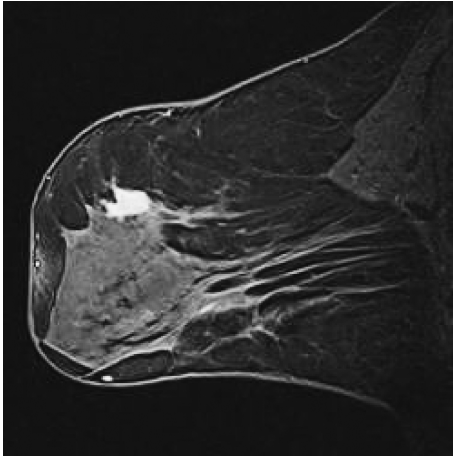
A 65-year-old woman with MRI-detected lesion
